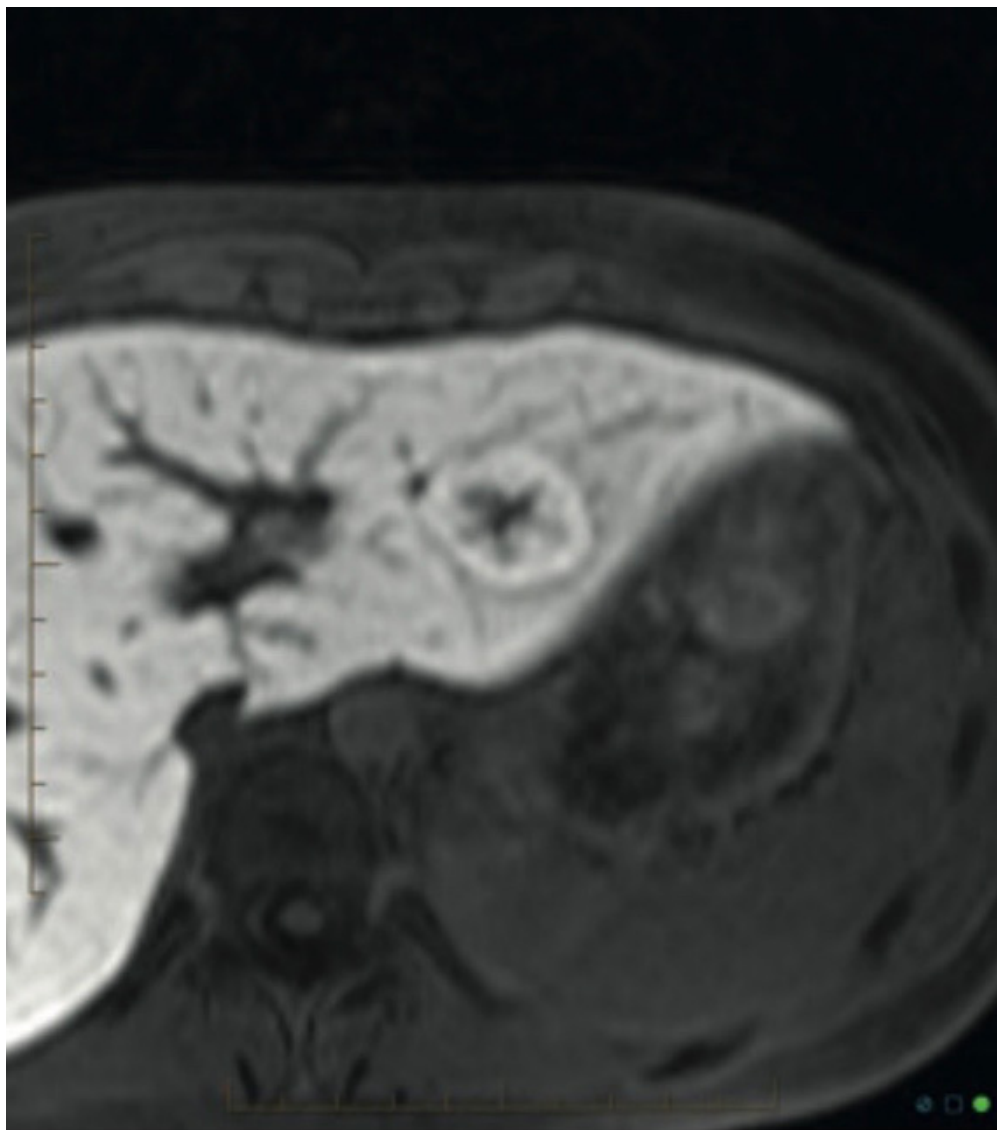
Hiperplasia nodular focal (RM).
